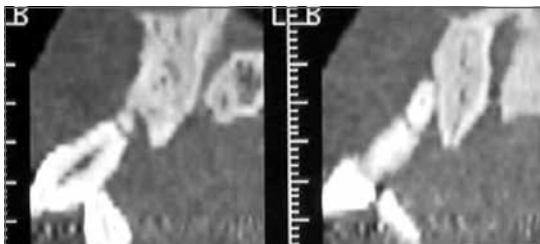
Dettaglio TAC che evidenzia la completa perdita delle corticali vestibolare e palatale.
